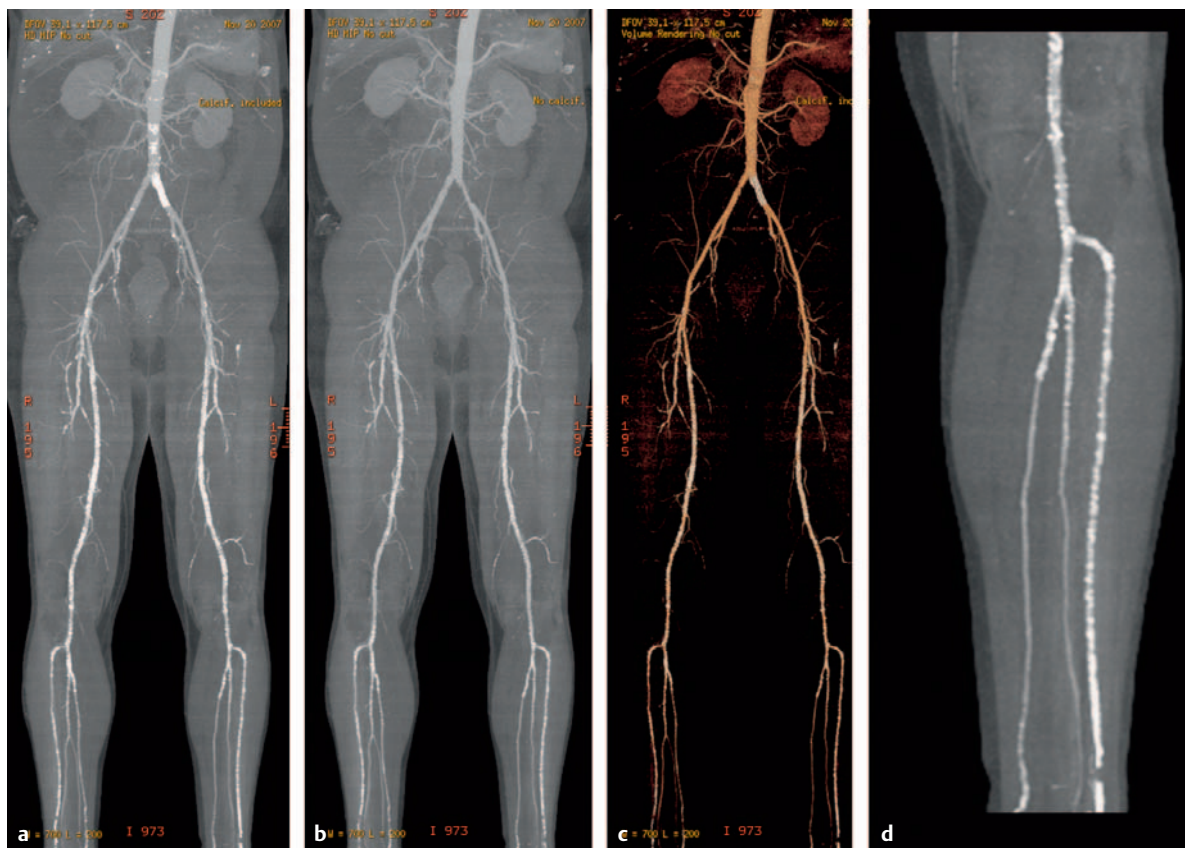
64-Zeilen-CT-Angiografie in verschiedenen MIP-Rekonstruktionen.
